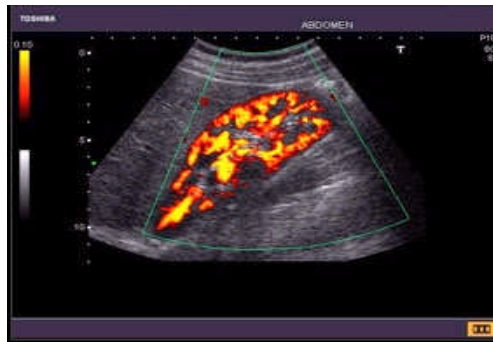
Image en mode Doppler Puissance (Angio)
